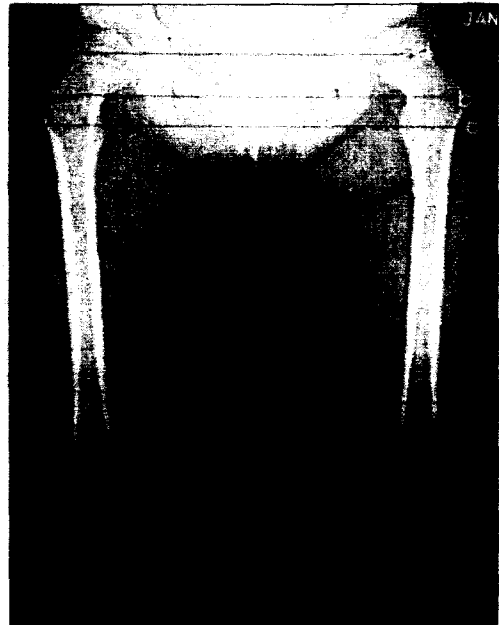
CT Imaging of Scout View
